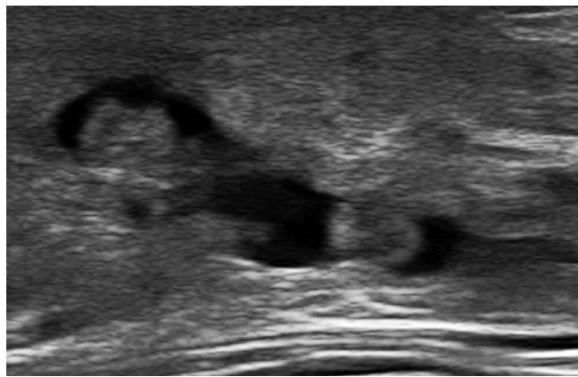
Ecografía mamaria con múltiples lesiones sólidas/sólido quísticas bilaterales, sugestivas de lesiones papilares.
